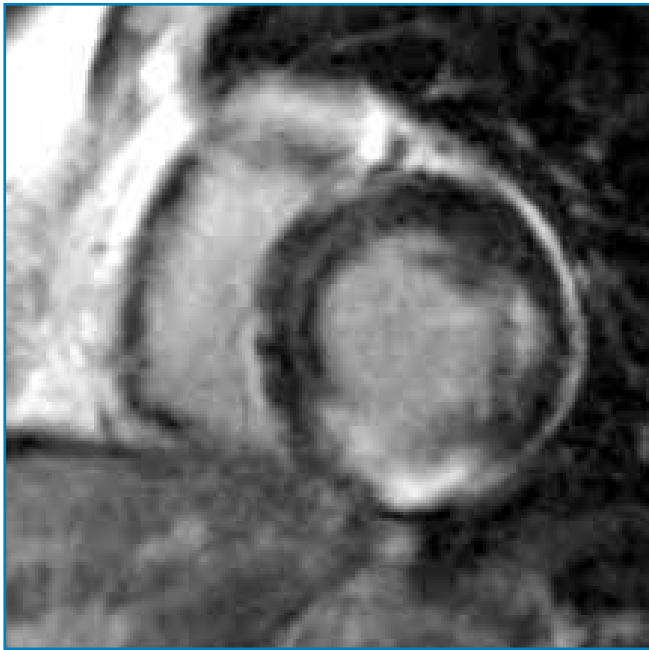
IRM cardiaque. Séquence de rehaussement tardif réalisée 10 minutes après injection de gadolinium. Patient examiné dans les suites d'un infarctus inférieur. Atteinte transmurale dans le territoire inférieur et infarctus rudimentaire dans le territoire latéral.
